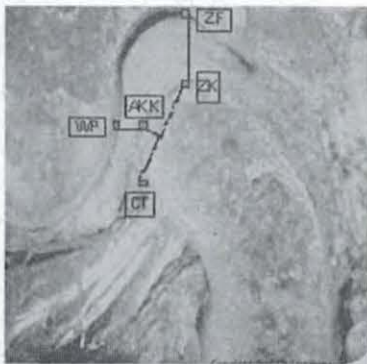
Sagittalschnitt eines Kiefergelenkes in Kondylusidealposition, WP = Wendepunkt, ZF = Zenit der Fossa, ZK = Zenit des Kondylus, CT = Crista transversa, AKK = anteriore Kondyluskuppe auf halber Strecke zwischen ZK und CT.
